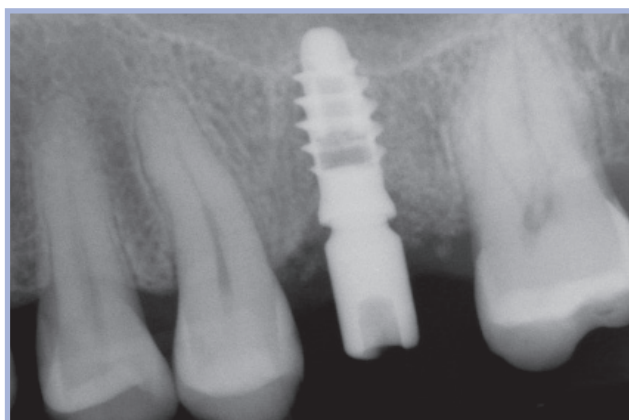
Controllo radiografico al rientro (connessione tappo di guarigione)
